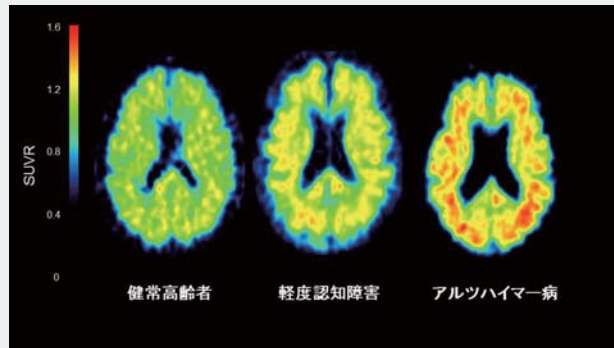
東北大学で開発されたBF-227プローブを用いた脳のアミロイドPETイメージ。アルツハイマー病患者さん(右)の脳では赤や黄色で示される取り込みを多く認め、アミロイドの広範な沈着が示唆されるのに対して、健康高齢者(左)者では取り込みをほとんど認めず、軽度認知障害例(中央)では両者の中間であることがわかる。
